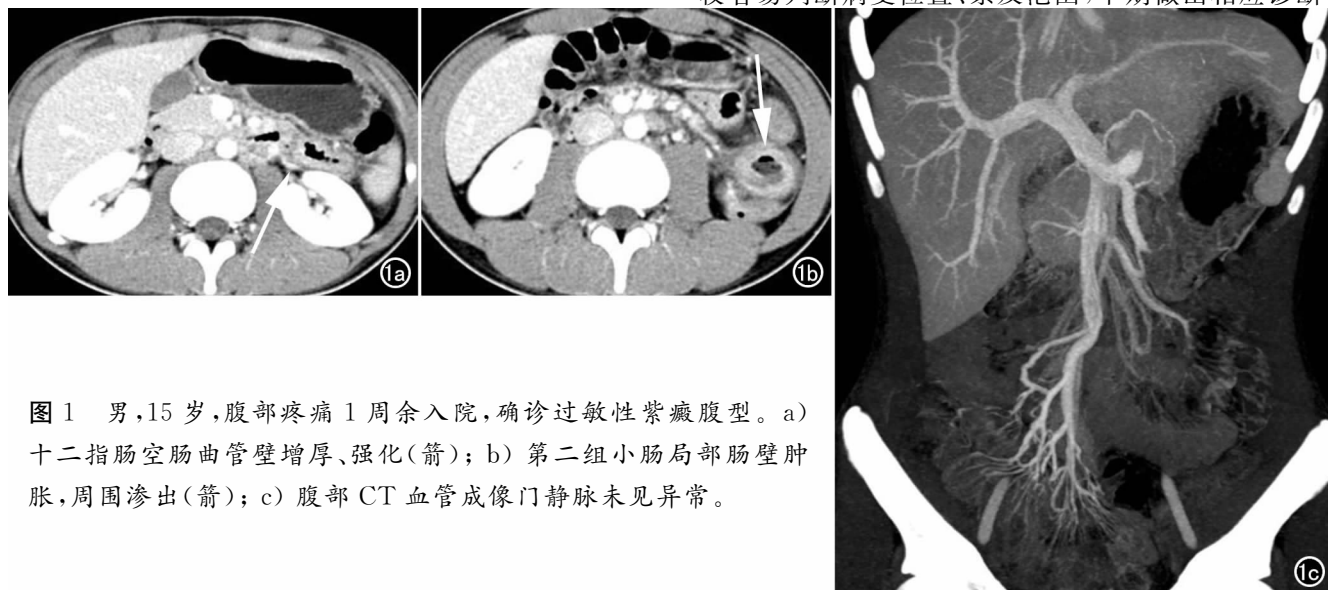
男, 15 岁, 腹部疼痛 1 周余入院, 确诊过敏性紫癜腹型。a) 十二指肠空肠曲管壁增厚、强化(箭); b) 第二组小肠局部肠壁肿胀, 周围渗出(箭); c) 腹部 CT 血管成像门静脉未见异常。
